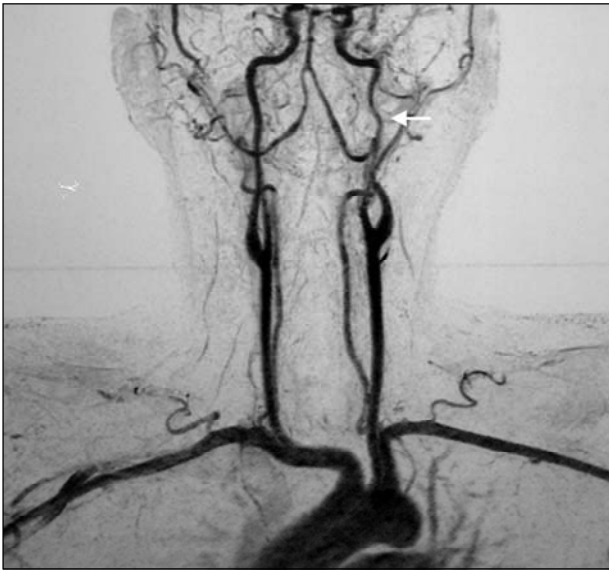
Angiorressonância cervical evidenciando dissecção da porção cervical ascendente da artéria carótida interna esquerda (seta).
